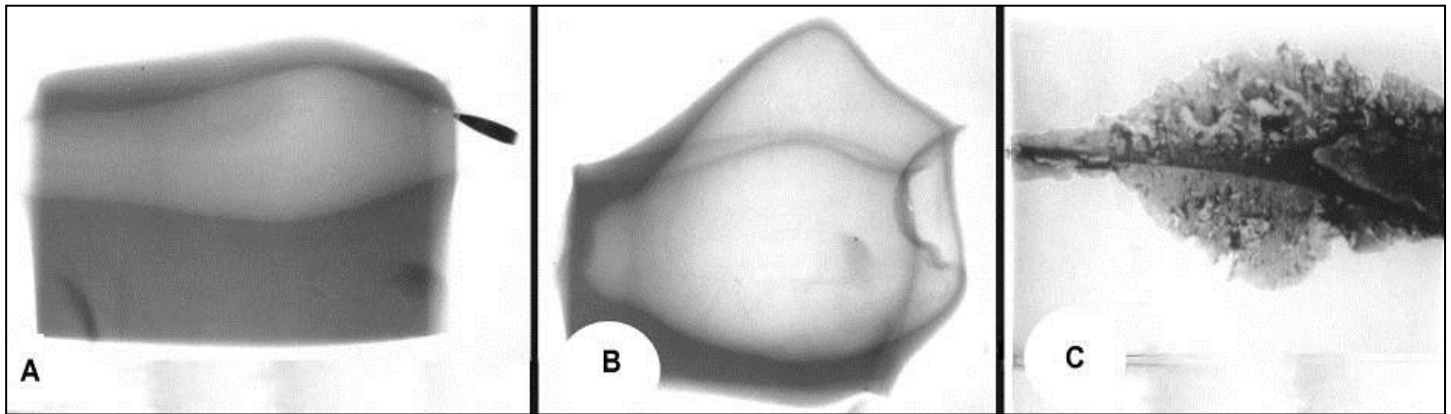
Фази формування тимчасової пульсуючої порожнини за даними імпульсної рентгенографії.
